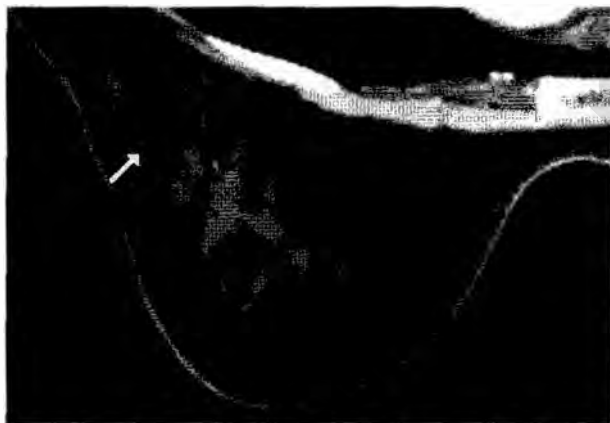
Липома. Компьютерно-томографическая маммограмма с внутривенным контрастированием. В левой молочной железе на фоне фиброзно-жировой инволюции определяется образование неоднородной структуры с четкими контурами, жировой плотности (стрелка). Накопление контрастного вещества в образовании не определяется.
